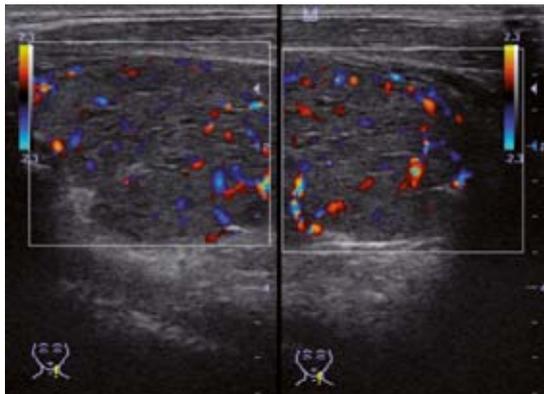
Corte longitudinal de LTI con aumento de flujo vascular al doppler.
